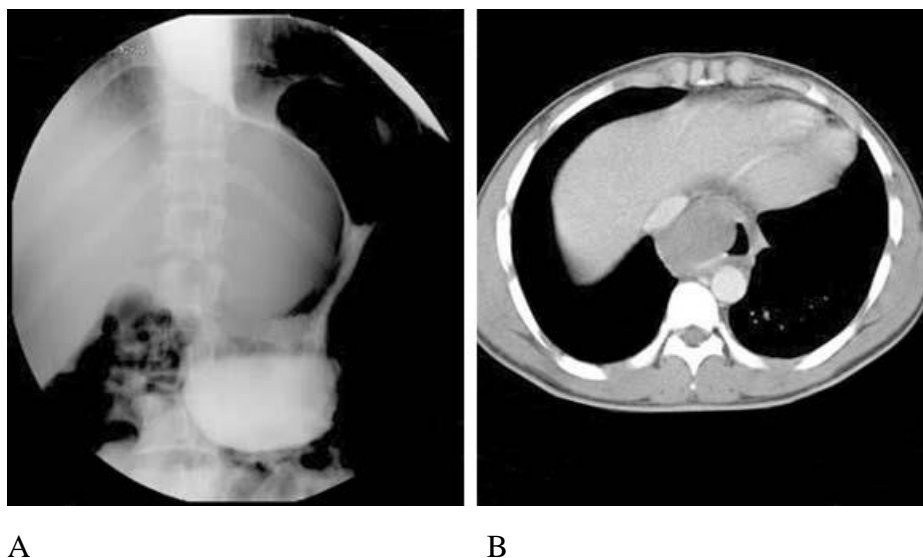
A) Imagen contrastada de esófago, estómago, duodeno. B) TAC.
